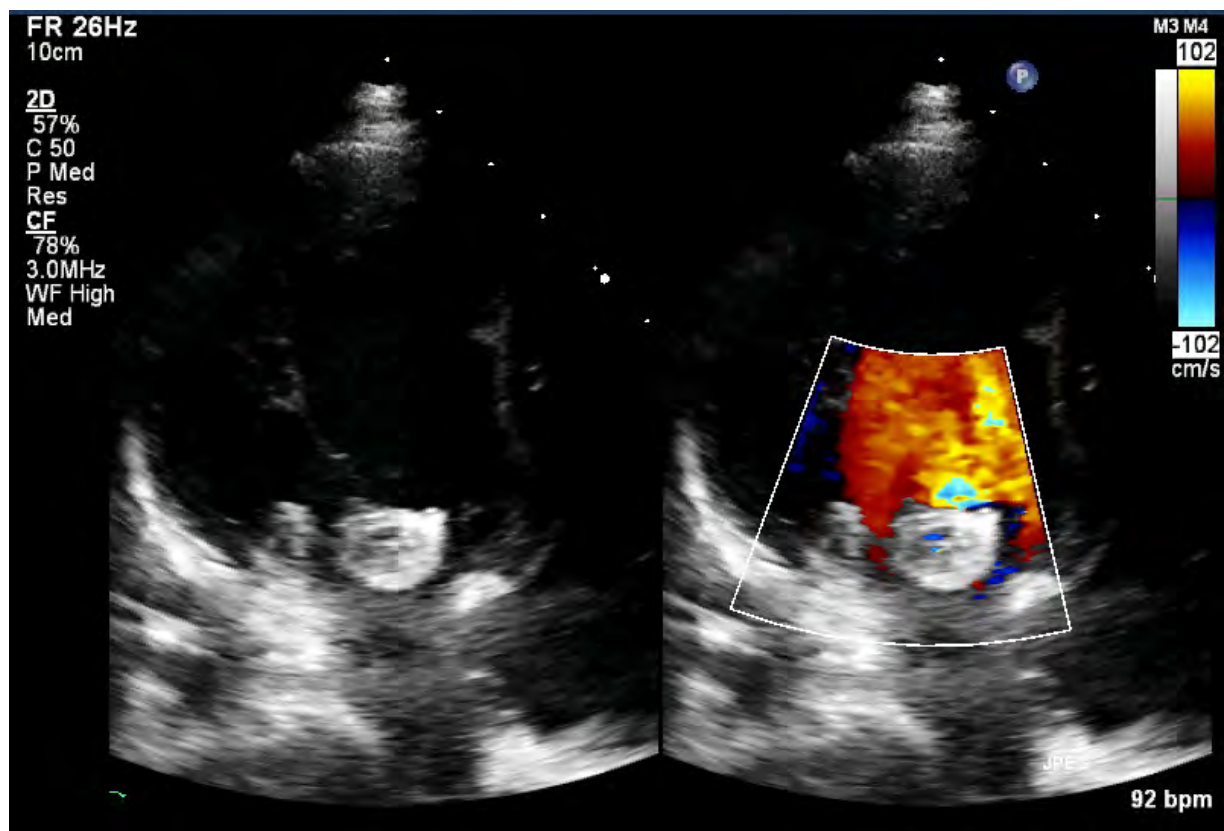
Поражение митрального клапана. Трансторакальная эхокардиография. Апикальный доступ, четырехкамерная позиция
